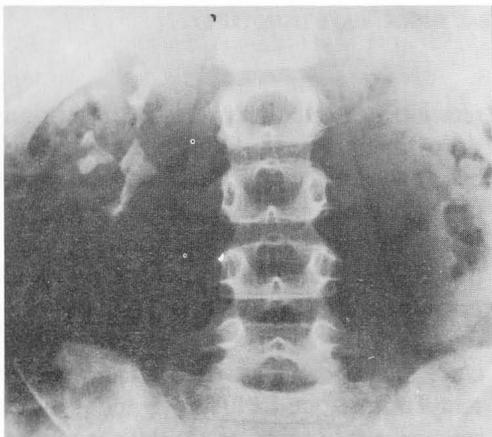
a) Radiografía simple de abdomen previa a la litotricia mostrando cálculo coraliforme en pelvis renal derecha
